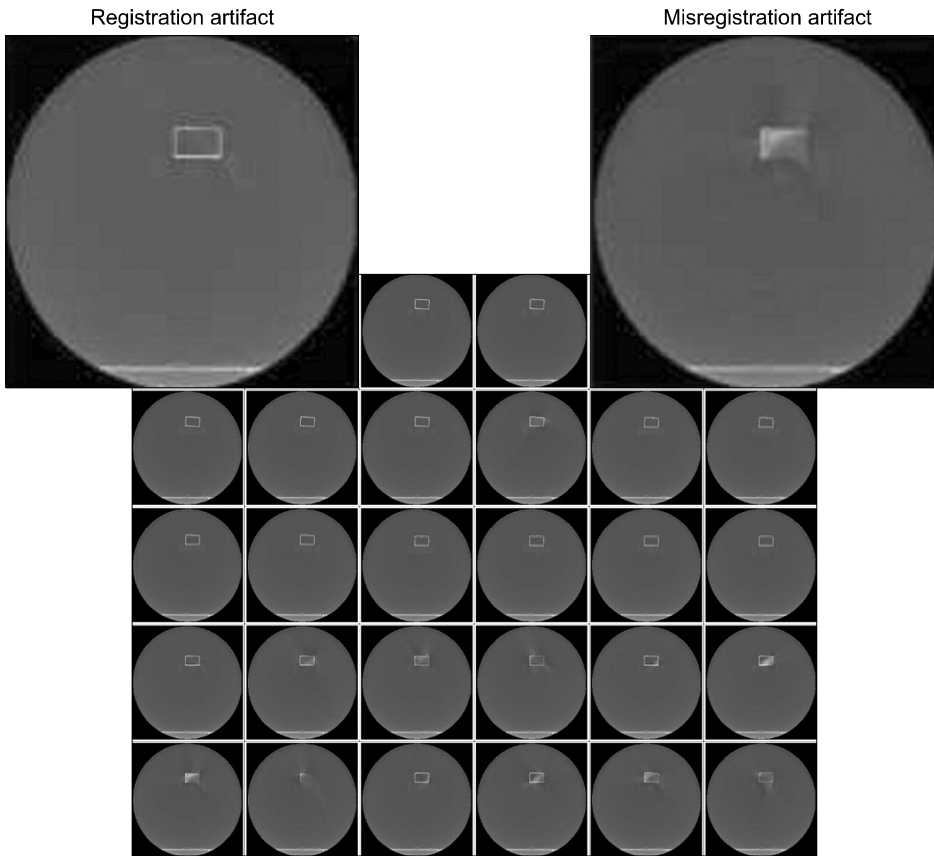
Compared with registration artifact and misregistration artifact due to motion on CT of the moving phantom.
